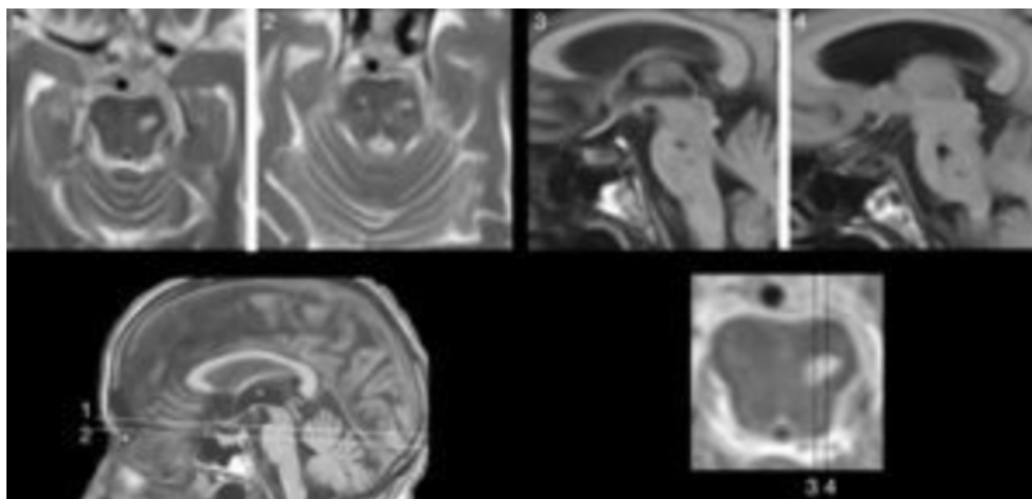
Alucinaciones auditivas secundarias a una lesión del tronco encefálico. Resonancia magnética de una paciente de edad avanzada con alucinaciones auditivas complejas. Las imágenes muestran una lesión en la vía auditiva (lemnisco lateral) que fue la causa de los síntomas psicóticos, destacando la importancia de la neuroimagen en casos de psicosis de inicio tardío.
